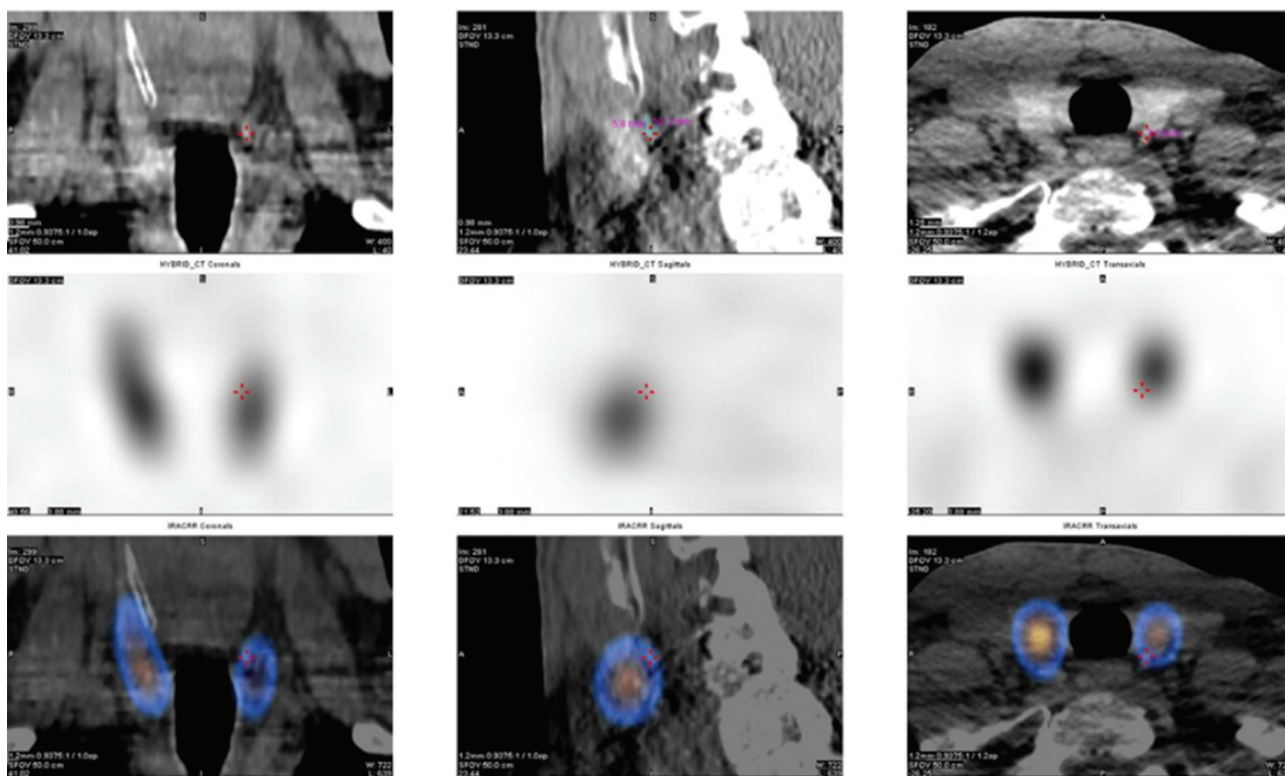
Результаты ОФЭКТ/КТ паращитовидных желез пациента Д
